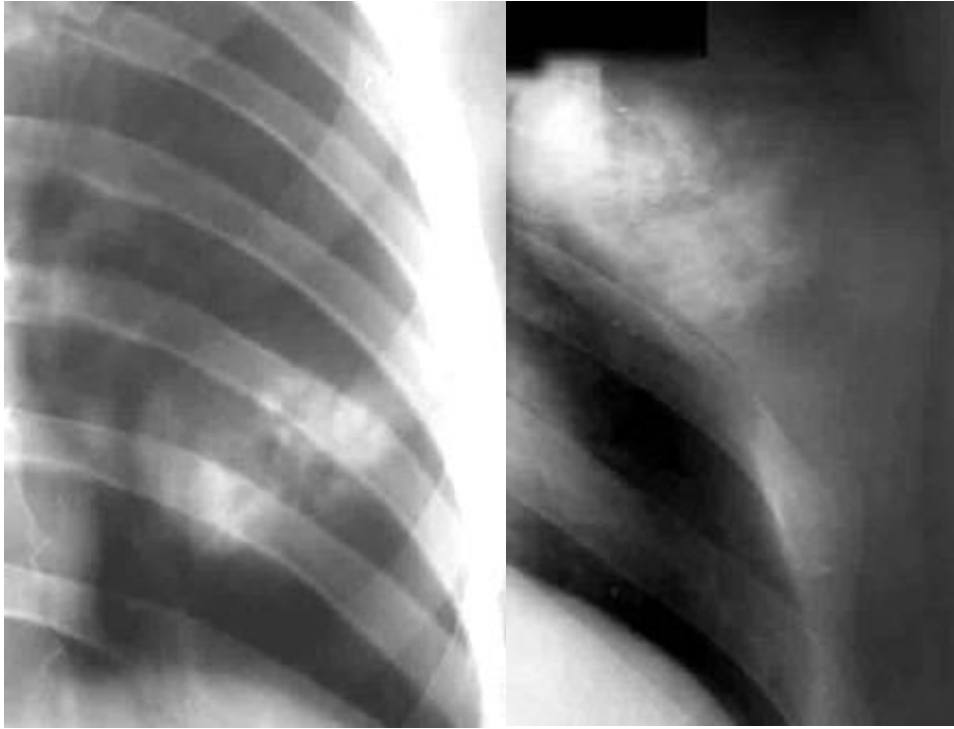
Рентгенограми в прямій і бічній проєкціях. Периферична хондросаркома – у хрящовій частині переднього відрізка IV ребра визначається овальної форми утворення без чітких контурів, що здуває цю ділянку. Структура його неоднорідна - превалюють численні різноманітні, місцями конгломератні, звапніння "хрящового" типу (цитую за Весніним А.Г. і Семеновим І.І.) - пластівчасті, глибокі, крапкові.
